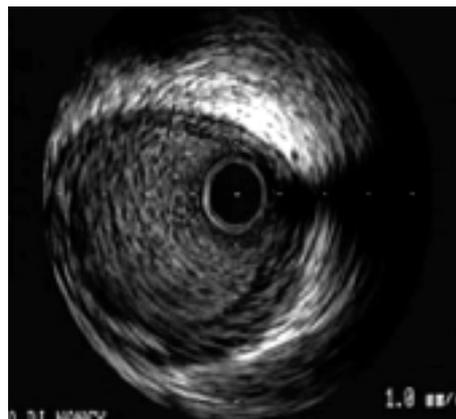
Ecografia intracoronarica dell'ostio della discendente anteriore. Si documenta normale aspetto della parete vasale e assenza di placche ateromasiche.
